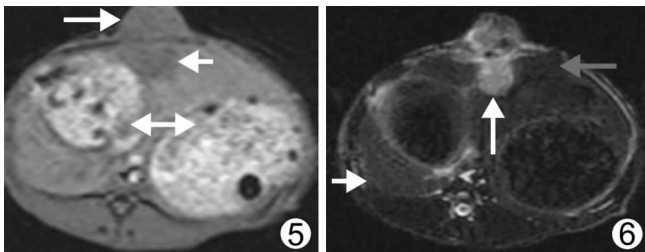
MRI 增强显示肝左叶低信号结节, 形态不规则, 边缘较清楚, 结节无明显强化, 信号低于周围肝实质(短箭头)。胃内尚见食物残渣(双箭头), 腹中线切口隆起(长箭头) 图 6 MR T2WI 示: 肿瘤位于肝左叶, 呈高信号结节(长箭头), 边界清楚, 信号明显高于肝实质。左肝叶较大(灰箭头), 右肝叶较小(短箭头)
